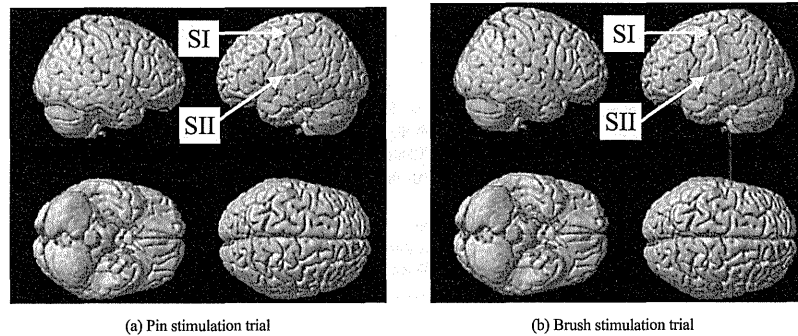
Stimulation was applied to the right hand of a healthy subject by using the developed sensory stimulation device in MRI
